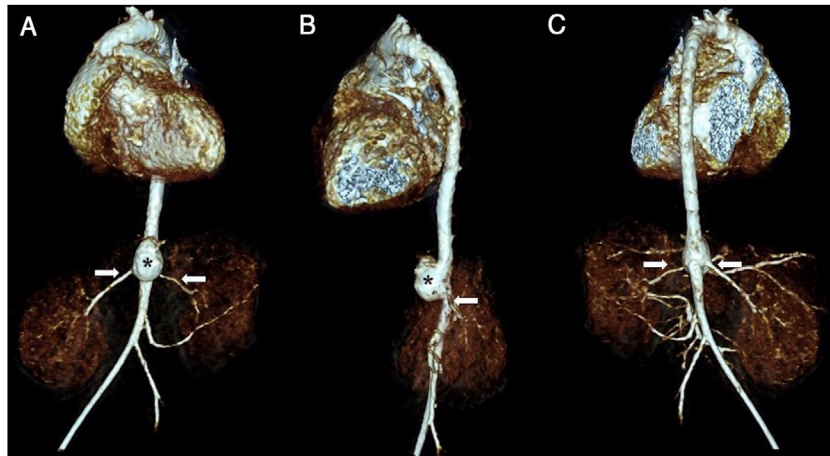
Tomografía axial computarizada con reconstrucción 3D, con imagen sacular en aorta abdominal (*) y su relación con las arterias renales (flechas), en vista frontal (A), lateral (B) y posterior (C).
